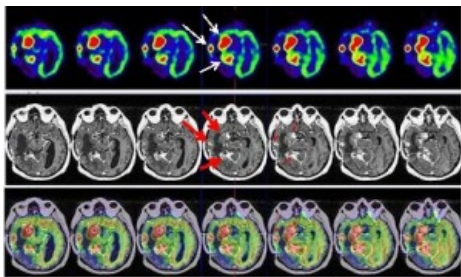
PET-RNM donde se observa implante tumoral en región mesial (amígdala, uncus e hipocampo) del lóbulo temporal derecho, en región profunda interna temporal derecha y un nódulo en corteza temporal medial del mismo lado (flechas).
